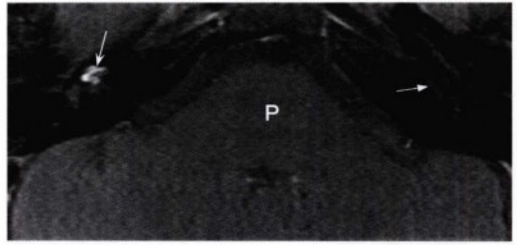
与前图略微不同角度及层面的轴位增强T1加权像,显示右侧耳蜗中转及顶转异常增强信号(凹箭头),符合耳蜗内施万细胞瘤。左侧正常耳蜗无强化(直箭头)。鉴别诊断可考虑感染性迷路炎,但在T2加权像上病变具有占位效应,更符合肿瘤。如果难以鉴别是肿瘤还是炎症,可以行MRI随访。因为肿瘤可以保持不变或者增大,而炎性病变随时间延长可能好转。P, 脑桥。
